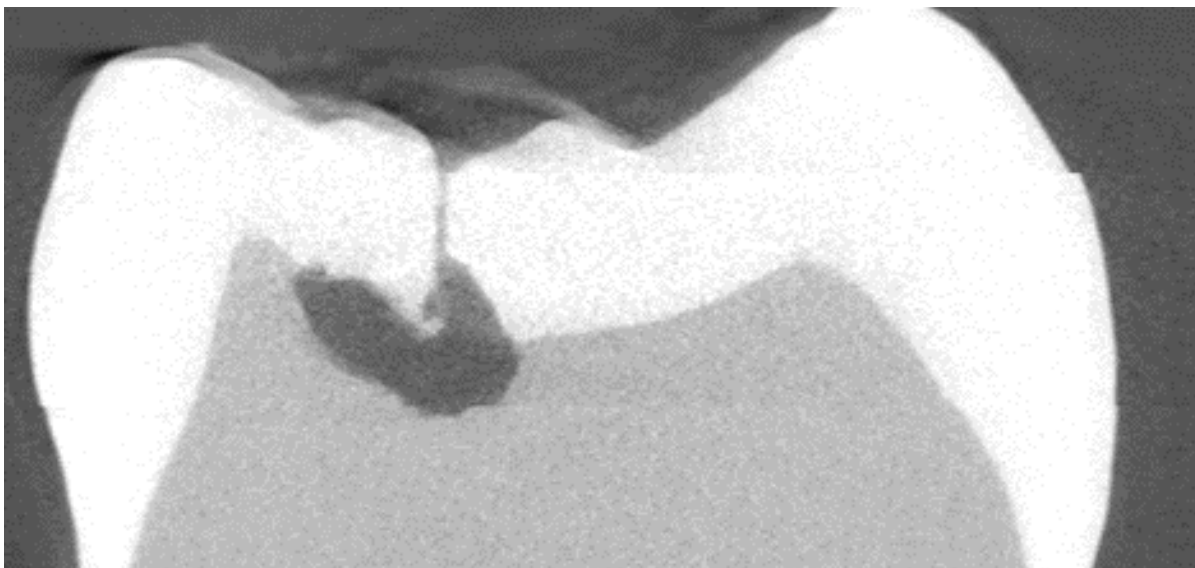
Die mikro-computertomografische Aufnahme zeigt einen Dentindefekt im Fissurenfundus eines dritten Molaren. Anatomische Irregularitäten wie diese können eine rasche Kariesinitiation und -progression begünstigen und wurden als Ursache für das Auftreten von Karies in Fissuren und Grübchen diskutiert [Kühnisch et al. 2012].
